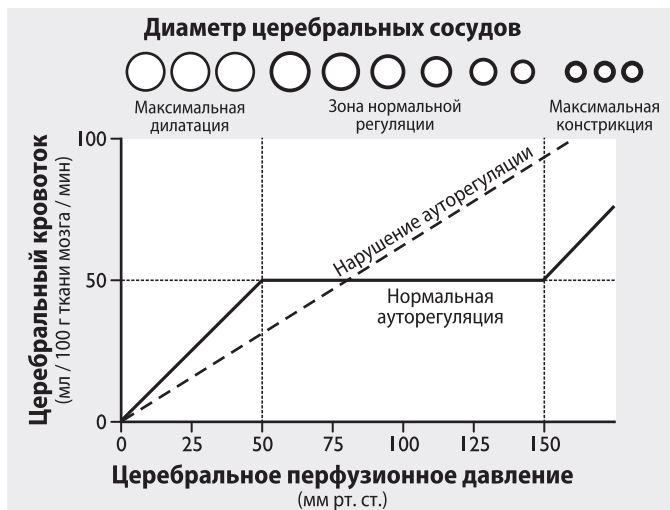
Взаимосвязь между церебральным кровотоком (ЦК) и церебральным перфузионным давлением (ЦПД). Церебральный кровоток поддерживается на постоянном уровне при колебаниях ЦПД в пределах 50–150 мм рт. ст. за счет изменения сопротивления сосудов мозга. Снижение ЦПД вызывает вазодилатацию, повышение ЦПД приводит к вазоконстрикции. Черепно-мозговая травма нарушает ауторегуляцию и ведет к пассивной зависимости ЦК от ЦПД
